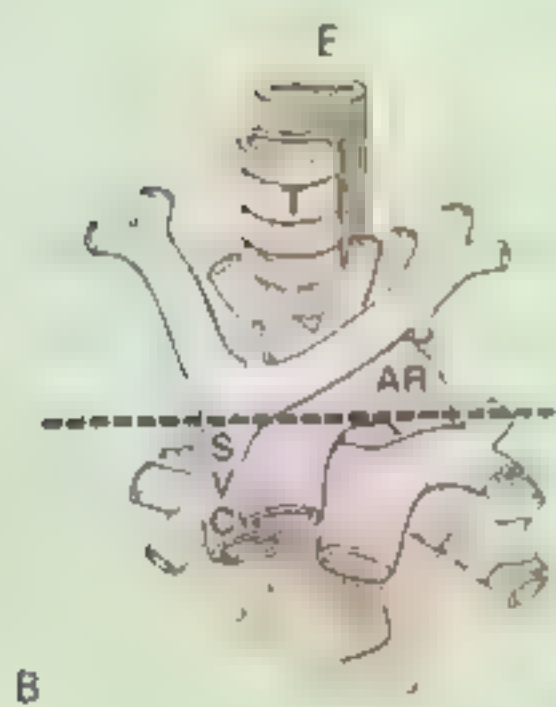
胸部 MRI A. 主动脉弓水平纵隔横断面 MRI 像
